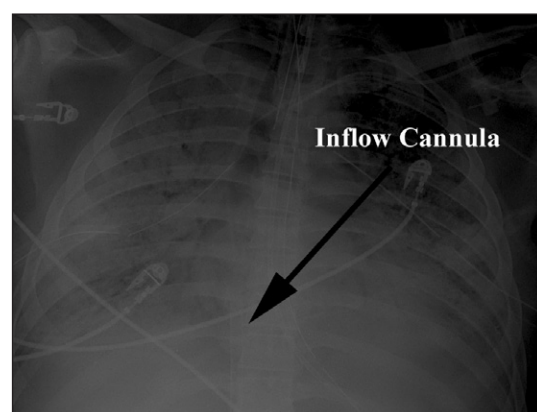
Chest x-ray of a patient with severe respiratory failure. The venous inflow cannula, inserted via the femoral vein, is positioned just at the left of the right atrium. The actual tip of the cannula extends an additional several centimeters beyond the radiopaque wire support as seen in the figure.
